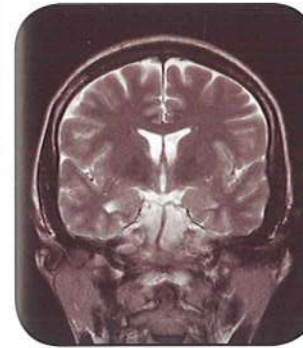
Resonancia magnética nuclear: Placas en sustancia blanca de la zona temporal, sugestivas de EM (Licencia: Dominio Público).
